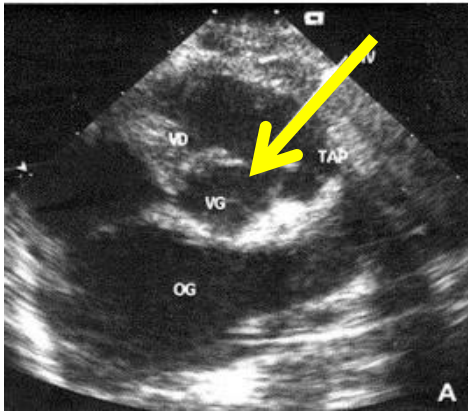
Représentation échographique d'une CIV infundibulaire (11)
